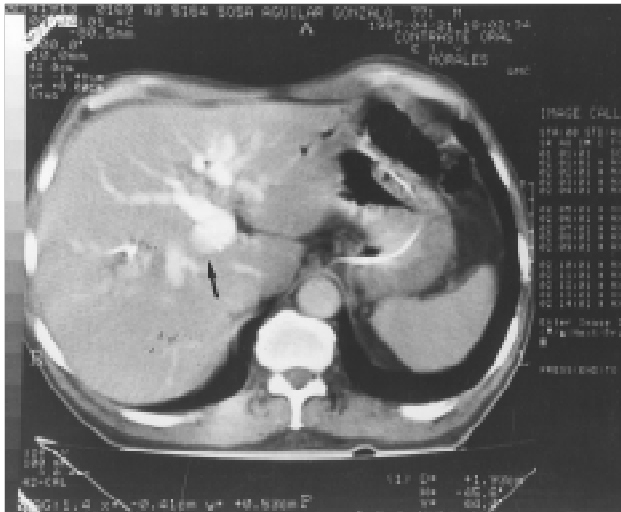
Tomografía computada de abdomen en donde se observa el hígado con dilatación de la vía biliar a nivel de la bifurcación de los conductos con imagen de menor densidad (flecha) que correlaciona con el estudio endoscópico. También se observa dilatación del resto de los conductos biliares intrahepáticos. El resto del parénquima hepático es normal. No hay crecimientos ganglionares perihepáticos o periaórticos.
